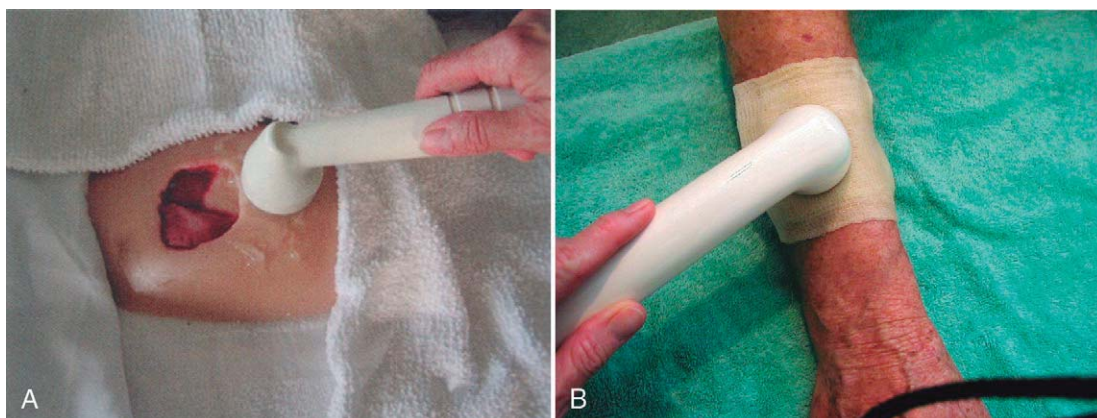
A, Tratamiento de una herida con ultrasonido: técnica de aplicación alrededor del perímetro de la herida. De McCulloch JM, Kloth LC: *Wound healing: evidence-based management*, 4.ª ed., Filadelfia, 2010, F.A. Davis. B, Utilización del ultrasonido para el tratamiento de una úlcera por estasis venosa. Cortesía de Jim Staicer, Beverly Manor Convalescent Hospital, Fresno, CA.
